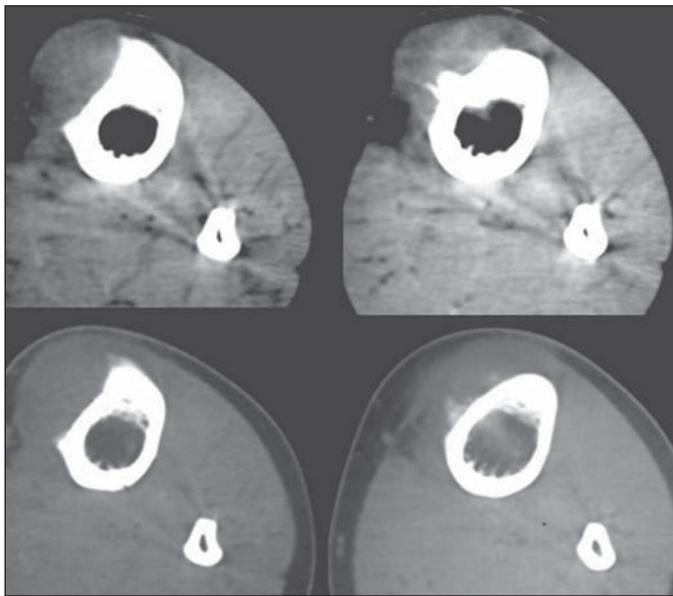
Imagens axiais de tomografia computadorizada, “janela” de partes moles (acima) e “janela” óssea (abaixo).
